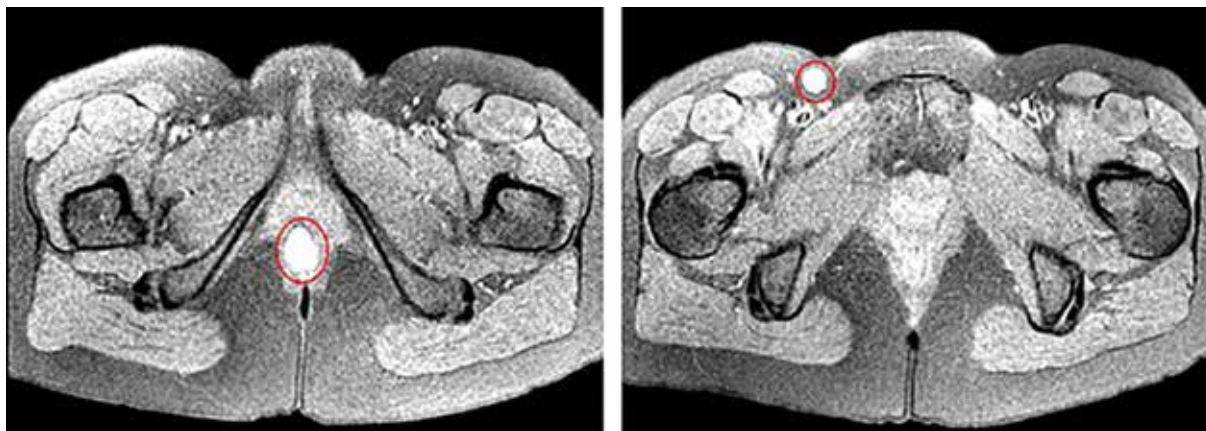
Магнитно-резонансная томография малого таза пациентки Т. от 02.07.2018
